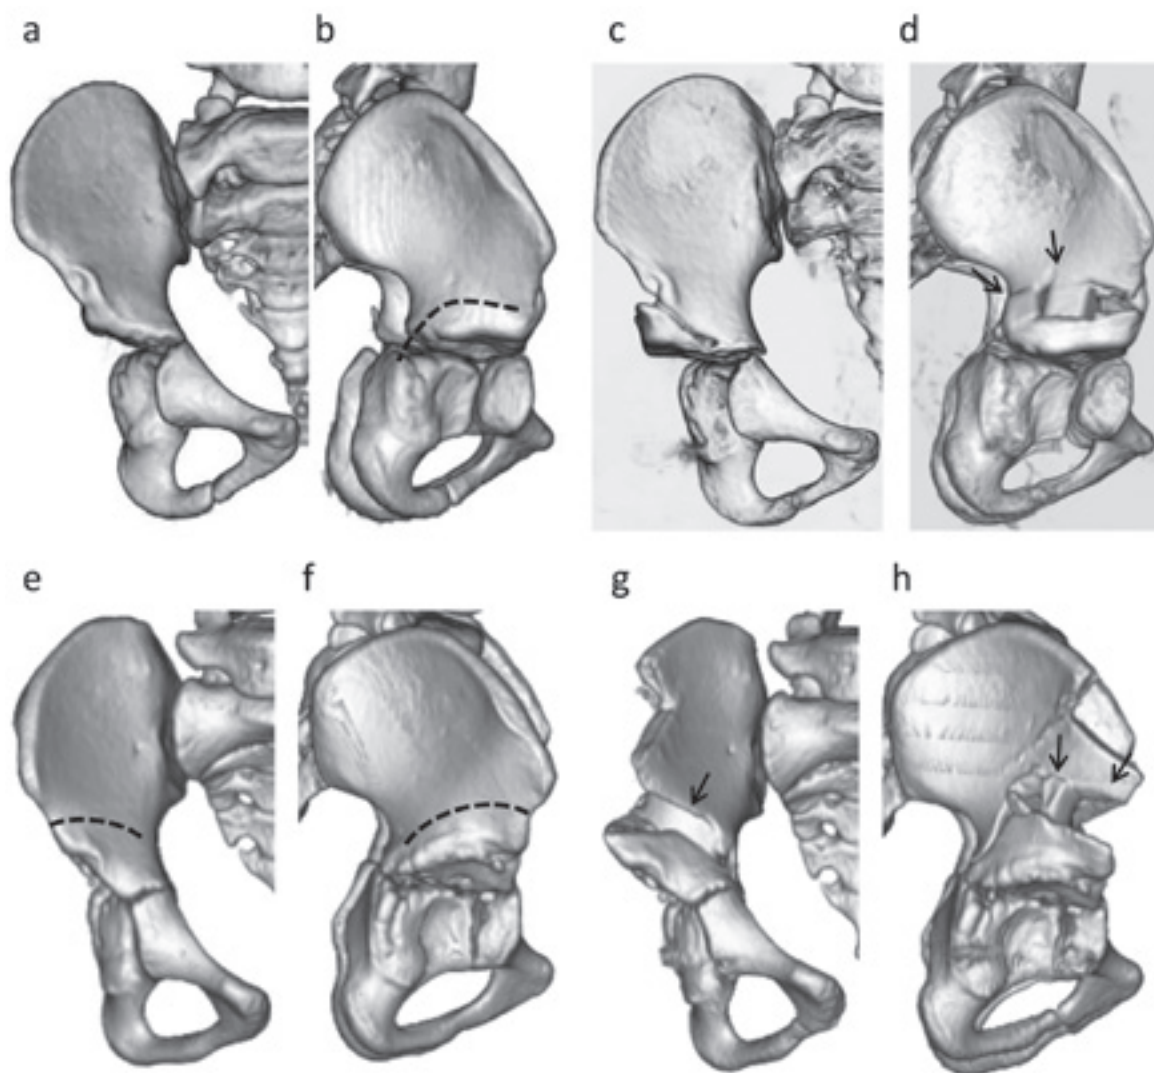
IPAO と Pemberton 骨盤骨切りの術前と術後の 3D-CT 画像
